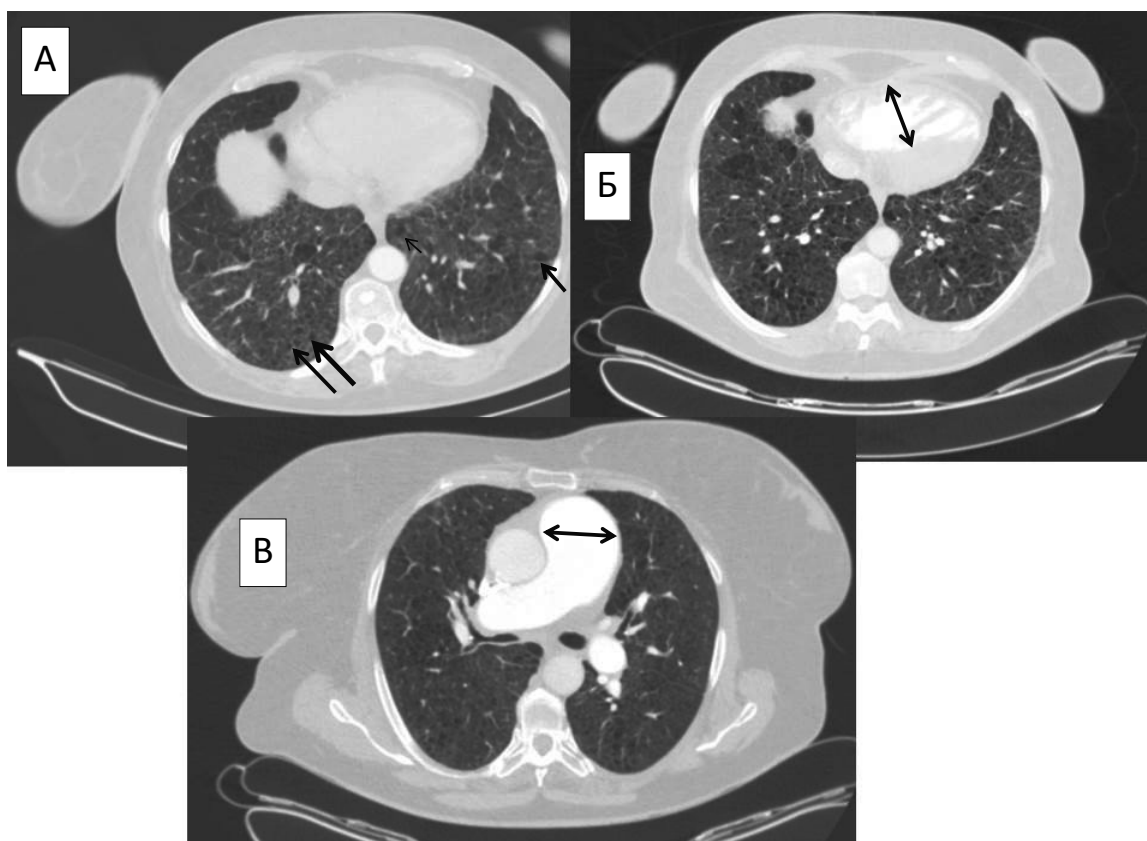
Дані спіральної комп'ютерної томографії пацієнтки П., 58 років. А – фіброзні зміни в легенях, численні дрібні дифузні кісти (стрілки), характерно для лімфангіолейоміоматозу; Б – праві відділи серця превалюють над лівими; В – розширення стовбура легеневої артерії (стрілки).
